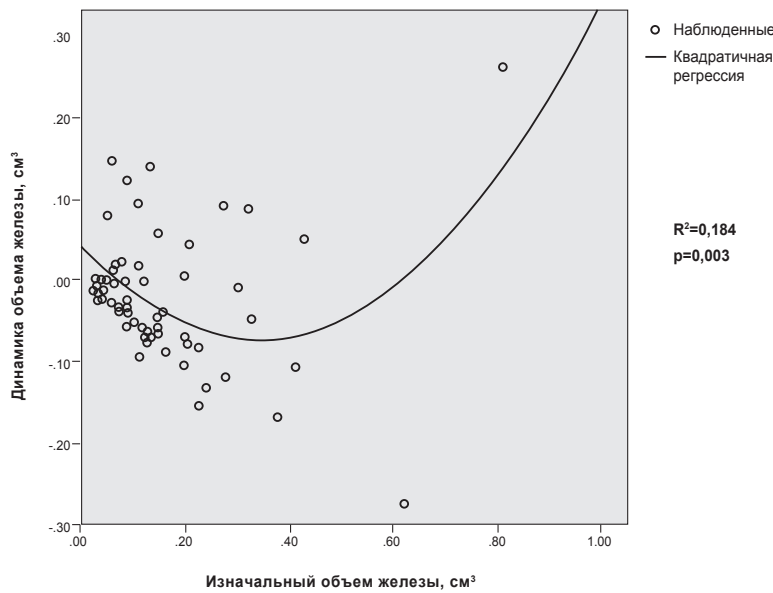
Зависимость динамики объема железы после местных инъекций от её исходного объема по данным УЗИ-контроля через 6 месяцев.
